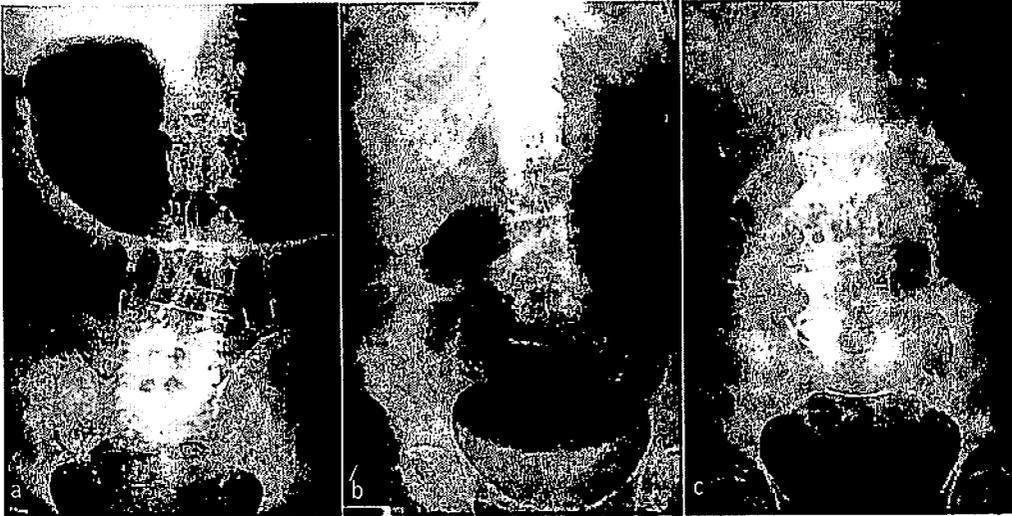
Radiografía simple de abdomen que muestra tres condiciones clínicas causantes de náuseas y vómitos. a) Gastroparesia en el contexto de cetoacidosis diabética (obsérvese la atonia y dilatación del estómago cuya silueta se aprecia contrastada por gas). b) Imagen de estenosis pilórica con retención aérea en la luz del cuerpo gástrico y antro. c) Obstrucción del intestino delgado. En la imagen se aprecia una gran distensión de las asas del intestino delgado.
